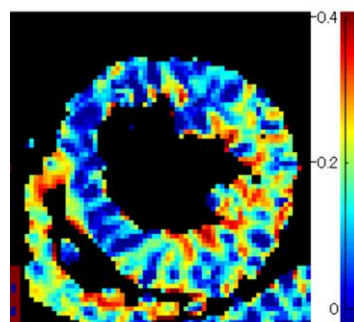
前壁中隔心筋梗塞症例における DENSE MRI から求めた e2 (心筋円周方向の短縮率) の定量マップ。前壁中隔では収縮機能が低下し、e2 がゼロに近い青色～黒色を示している。
